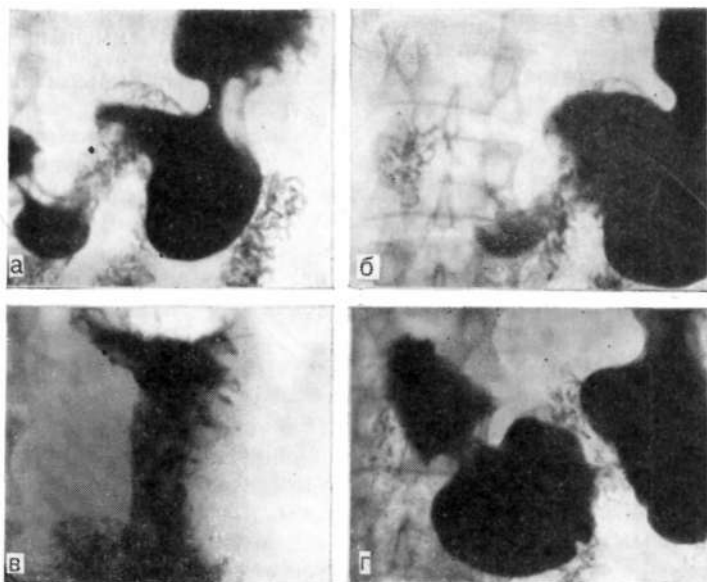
Прицельные рентгенограммы препилорического отдела желудка (фазы моторики): а — псеводивертикул; б, в — формирование канала; г — препилорическая ампула.
